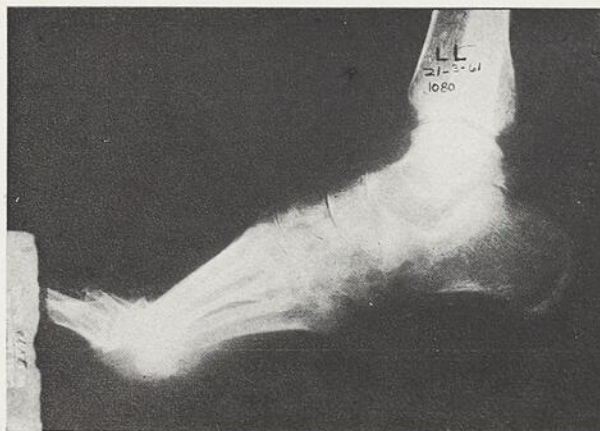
Radiographie du pied gauche prise le 21 mars 1961. On note un pincement de l'articulation médio-tarsienne et de l'ostéoporose du tarse.
